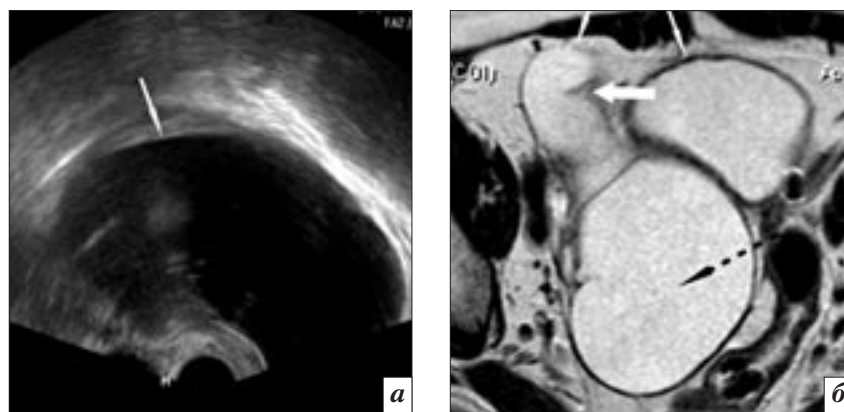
Ретенционное образование. Пациентка С., 42 лет, в анамнезе надвлагалищная ампутация матки без придатков: а – на МР-томограмме содержимое кисты дает сигнал высокой интенсивности на T2-ВИ (стрелка); б – на МР-томограмме киста с утолщенными стенками (узкая стрелка), содержимое кисты дает сигнал высокой интенсивности на T2-ВИ и исключает геморрагический характер содержимого (широкая стрелка).
